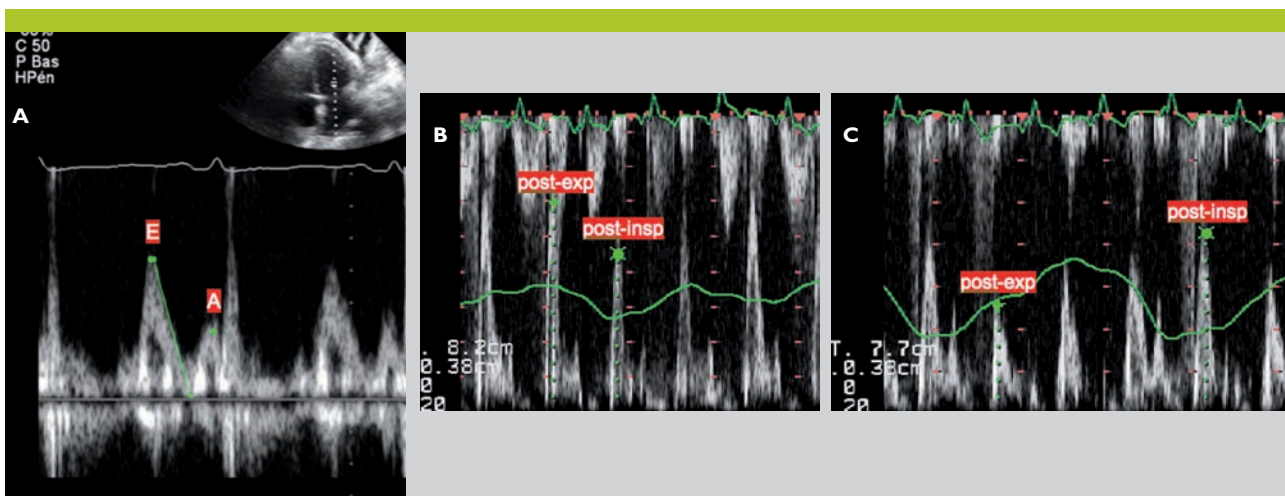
Echocardiographie avec mesures Doppler
